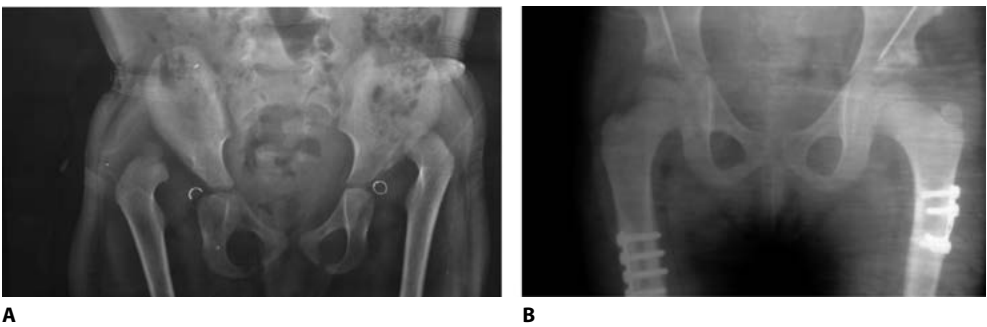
(A) Preoperative radiograph of 2 years and eight months old girl with bilateral DDH. (B) Same patient after 20 months follow-up of Bilateral Modified salter osteotomy and femoral shortening
